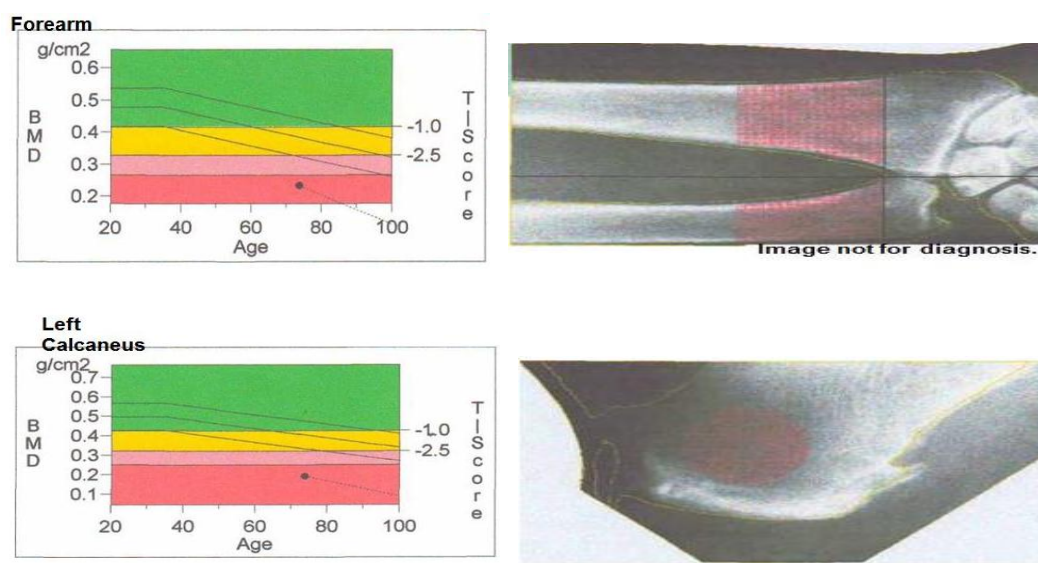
Качественные показатели рентгеновской абсорбциометрии периферических костей предплечья и пяточной кости пациентки В. Остеопороз.
